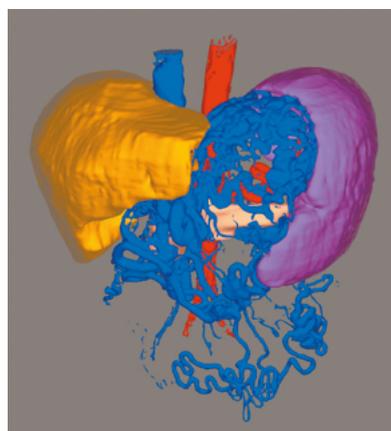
3D-реконструкция портальной каверномы по данным компьютерной томографии
